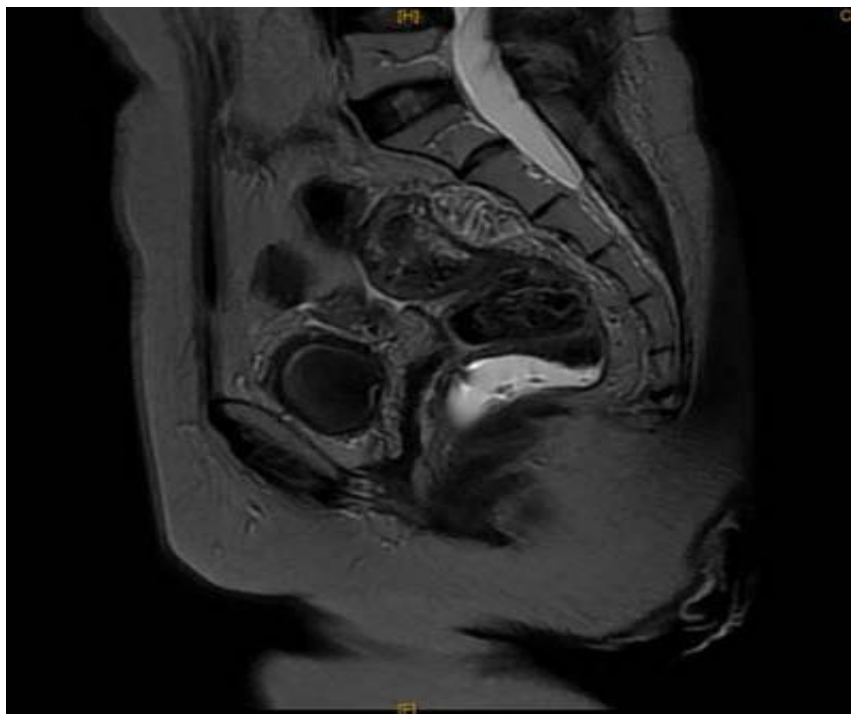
Image IRM EN T1 injectée d'un ADK rectal avant RCC (coupe sagittale)
